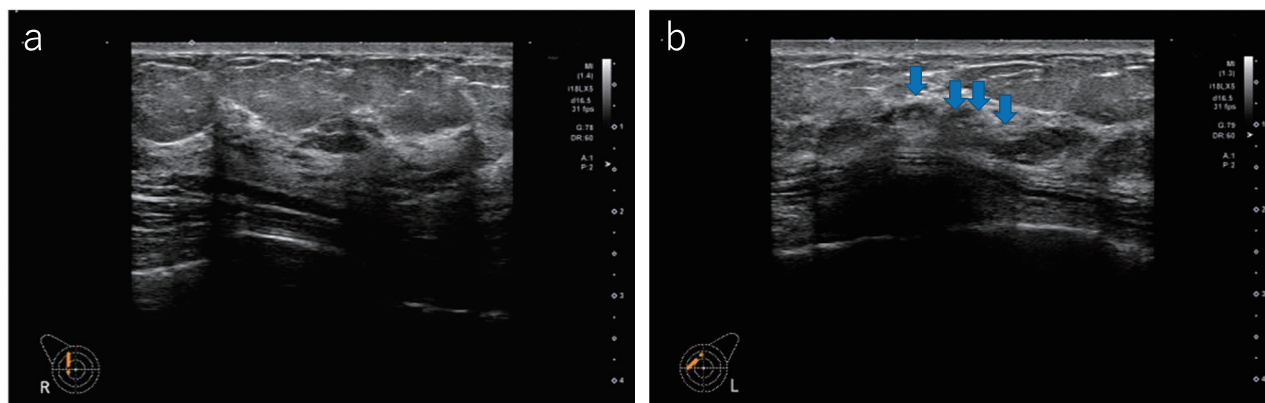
a: Ultrasound shows the normal portion of the contralateral right breast. b: Echogenic foci (arrow) corresponding to calcifications on mammogram are seen in area A of the left breast on ultrasound.
